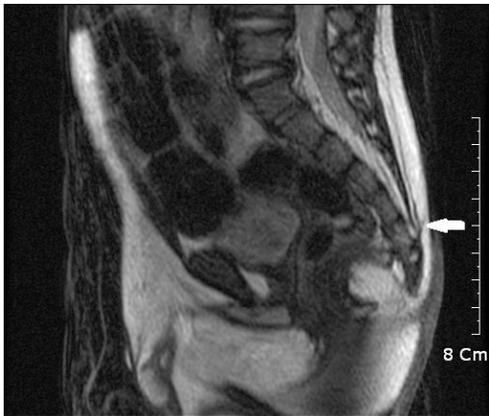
Sagittal magnetic resonance image showing the subcutaneous trajectory. Tract (arrow) is limited in coccygeal area, not extending to the intradural space. Tethered cord is not observed.
